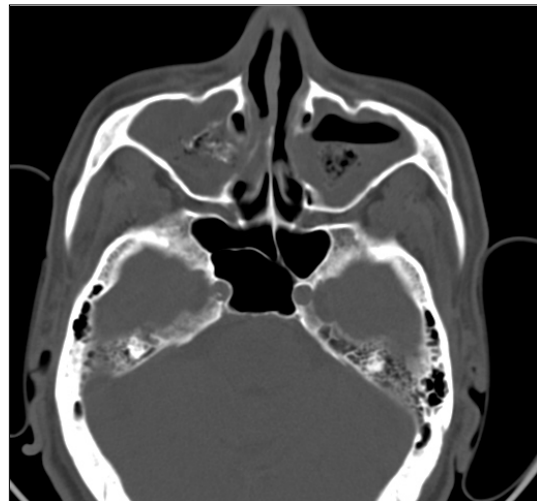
Preoperative axial CT scan. Bilateral maxillary sinuses show opacification with calcification.
